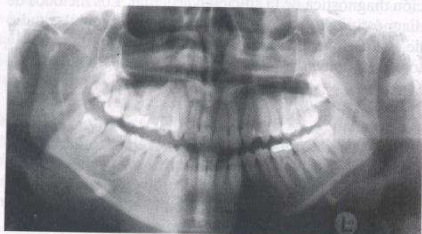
Radiografía panorámica. El cóndilo derecho tiene una deformación artroscítica.
